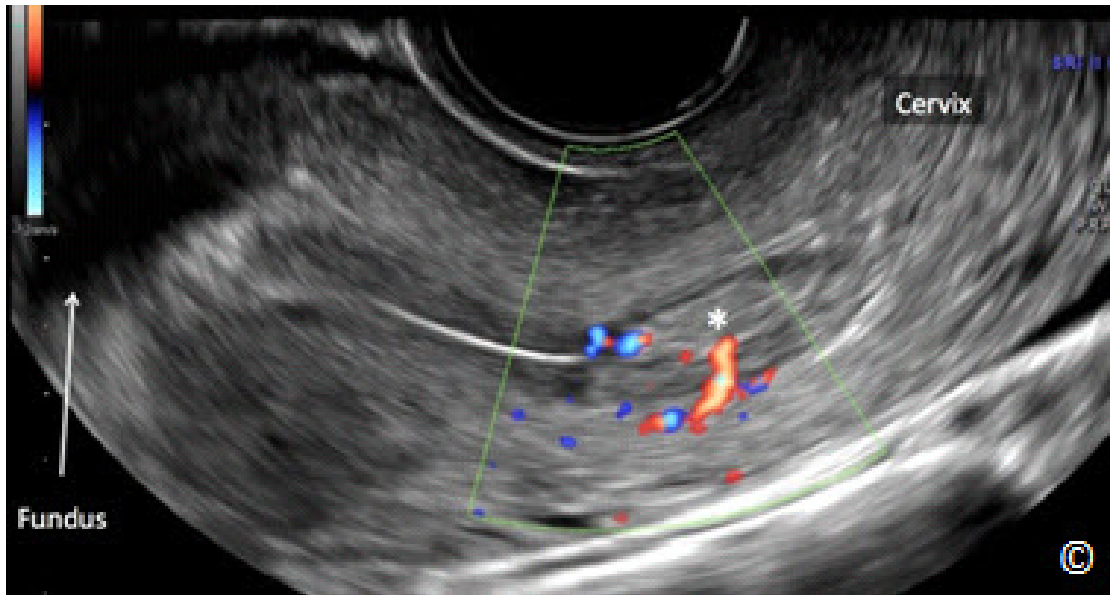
Ultrasonido transvaginal con Doppler en color de un plano medio sagital del útero que muestra un pólipo endometrial (asterisco) en la porción ístmica de la cavidad endometrial. Cabe destacar la presencia de un pedículo vascular en Doppler color. El fondo uterino está rotulado para orientación de la imagen..
